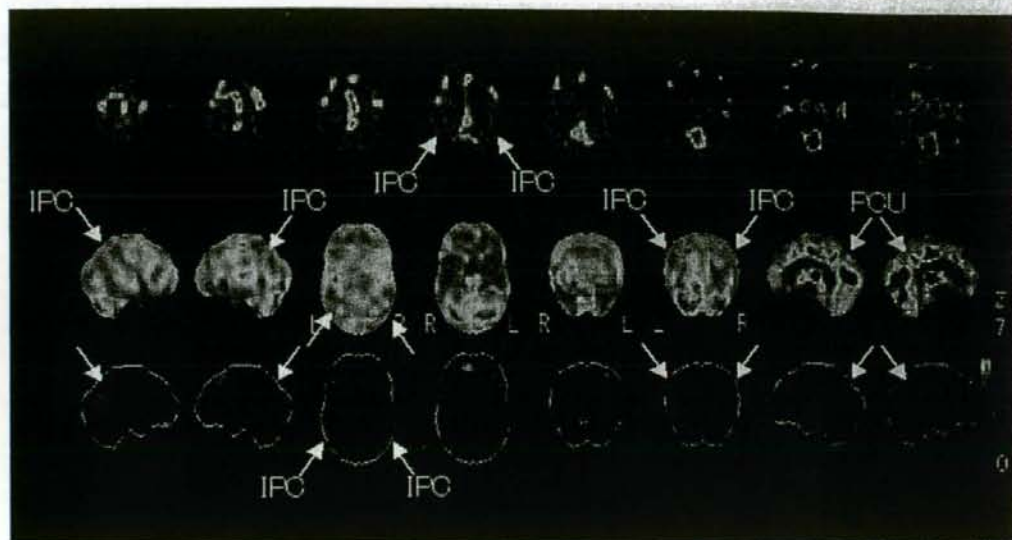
MCI(AD converter)の[1-123]IMP SPECT脳血流像
